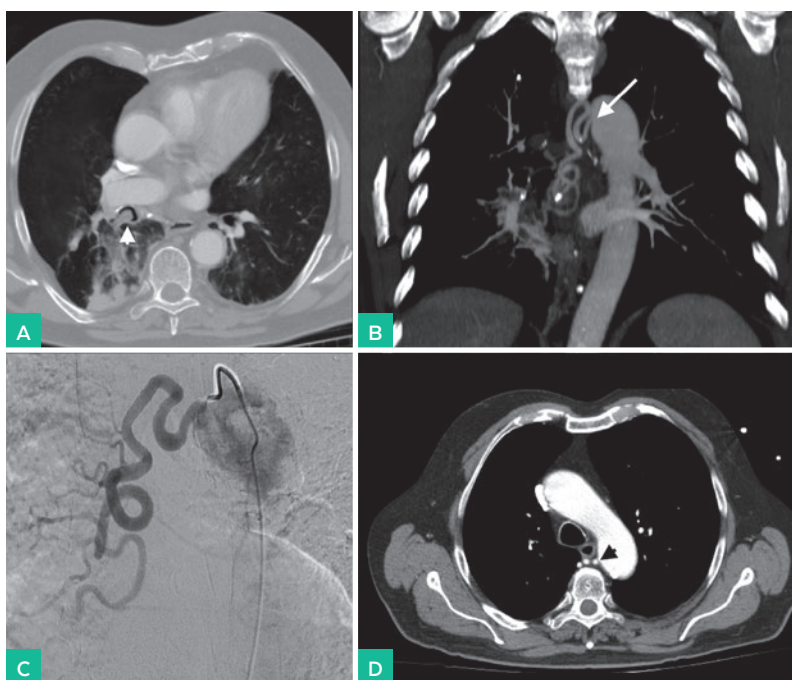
Paciente masculino de 75 años de edad, ex-fumador y antecedentes de broncopatía crónica. Sangrados y esputos hemoptoico recidivantes. A. Corte axial tomografía computarizada (ventana pulmón) ocupación parcial del bronquio principal derecho sugestivo de coágulo (Cabeza de flecha blanca). B. Reconstrucción multiplanar tipo MIP y aumento del grosor de corte en proyección coronal. Flecha blanca, arteria intercostobronquial derecha hipertrofia. C. Angiografía selectiva de arteria intercostobronquial derecha hipertrofiada. D. Corte axial TC. Cabeza de flecha negra: origen de arteria intercostobronquial derecha.
